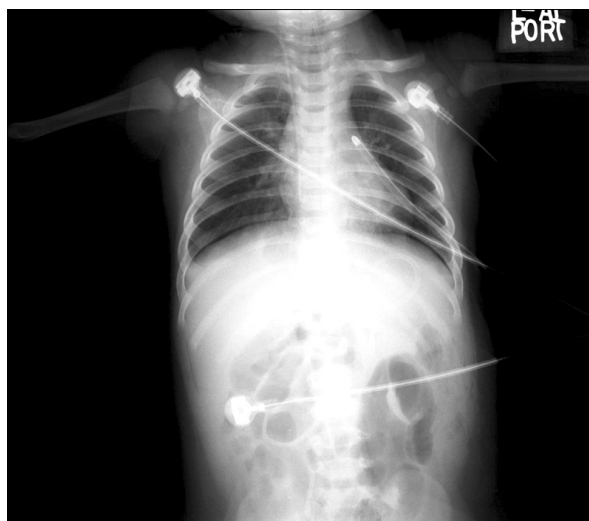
After surgical reposition of the herniated bowel loops, an abnormal mass shadow with passive atelectasis in the left chest disappeared in simple radiography.
